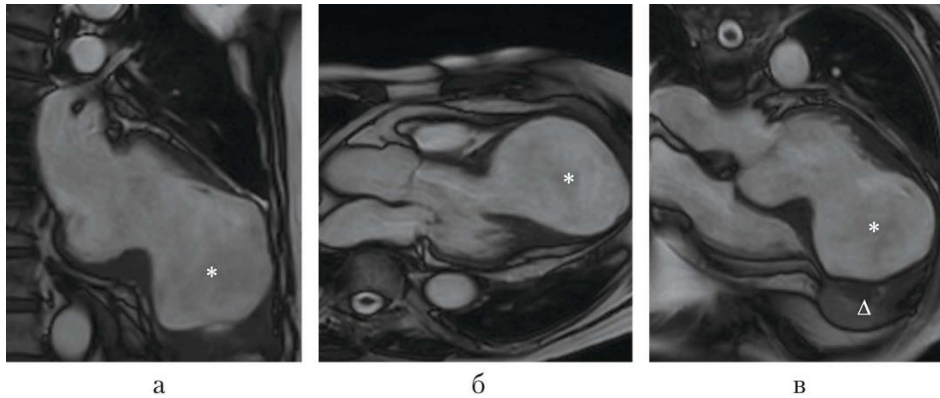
МРТ зображення фіброзних змін серця: а – 2-х камерна проекція; б – 3-х камерна проекція; в – 4-камерна проекція [108].
